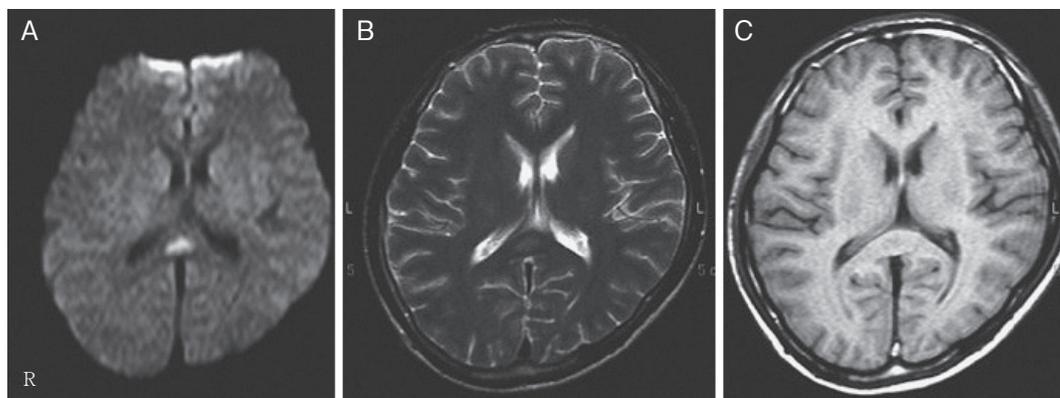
Axial DWI (A: 1.5T; TR 3,500ms, TE 100ms) and T₂ weighted image (B: TR 4,000ms, TE 100ms) show hyperintense lesions in the splenium of the corpus callosum. T₁ weighted image (C: TR 600msec, TE 14ms) reveals hypointense character of the lesion.
